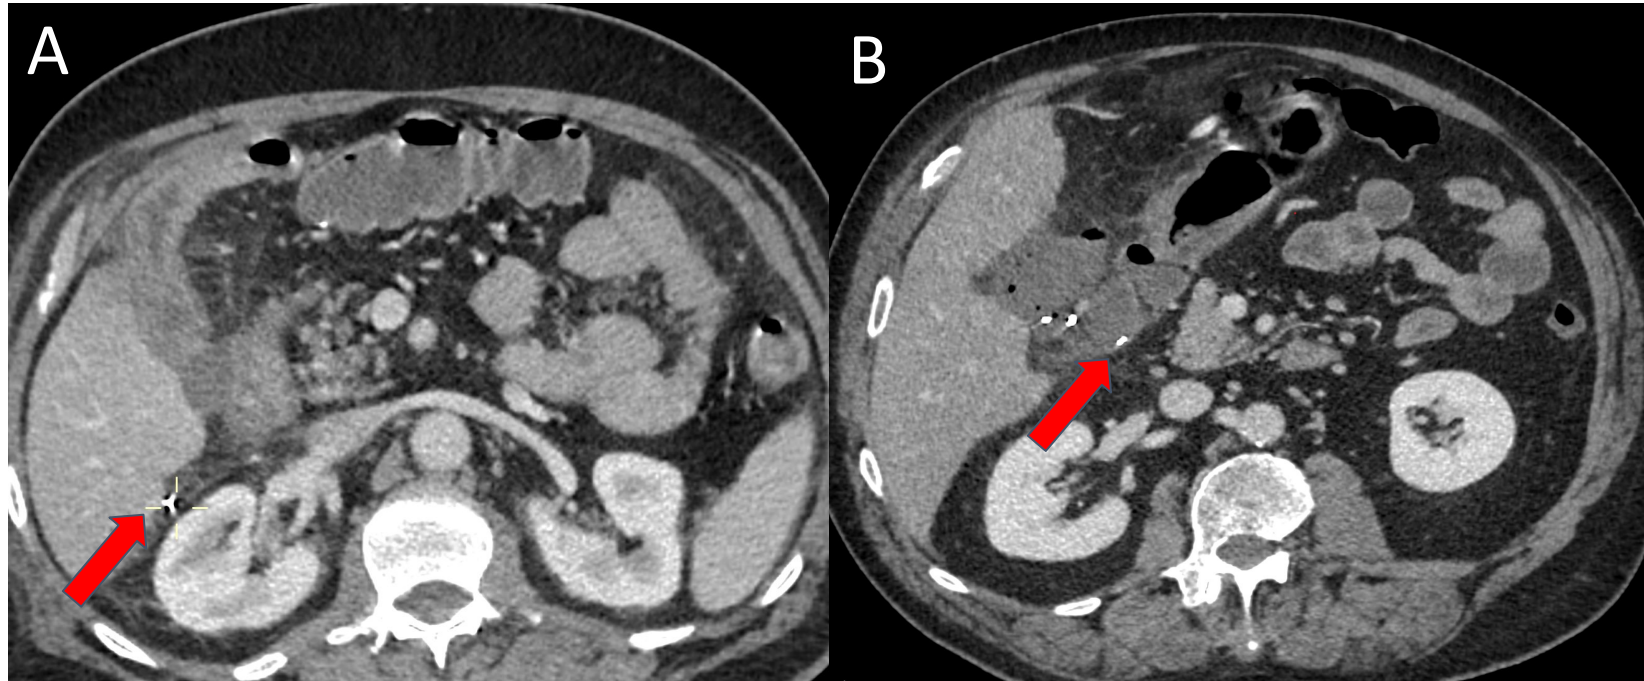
Migración de clips. (A) Paciente de 66 años con fiebre y dolor en hemiabdomen derecho tras colecistectomía. TC con contraste iv.: múltiples colecciones en la gotera parietocólica derecha, algunas interasas, con signos inflamatorios asociados en asas ileales adyacentes, y presencia de clip metálico migrado en el espacio subhepático (flecha). (B) Caso similar en paciente de edad comparable: TC con contraste iv.: colecciones en lecho quirúrgico y en localización caudal adyacente, asociadas a clip metálico migrado en su interior (flecha).
